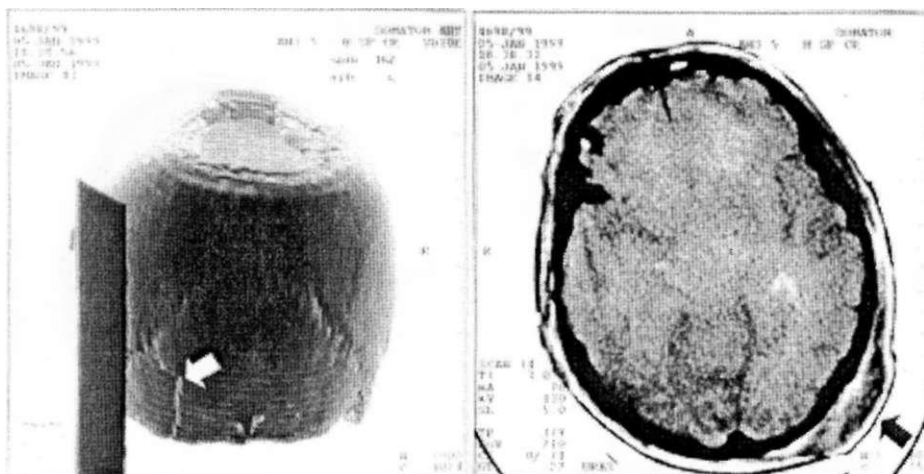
Szczelina złamania uwidoczniona na zdjęciu przeglądowym (A) może mylnie sugerować, iż uraz zadziałał na okolicę ciemieniowo-potyliczną. Obrzęk i wzmożenie gęstości zewnątrzczaszkowych tkanek miękkich prawej okolicy skroniowej na przekroju tomograficznym (B) wskazują rzeczywiste miejsce urazu. Dodatkowe strzałki wskazują poziom płaszczyny skanu.
